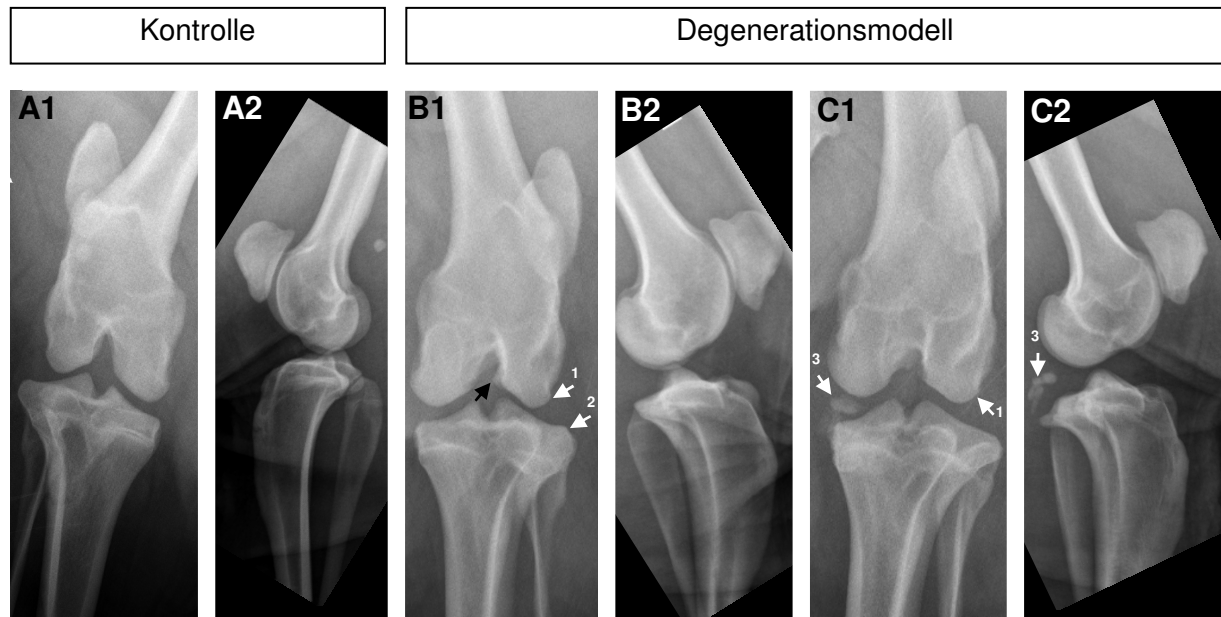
Röntgenuntersuchung der Kniegelenke der Kontrollgruppe und des Degenerationsmodells in anterior-posteriorem (A1, B1, C1) und seitlichem (A2, B2, C2) Strahlengang. Das repräsentative Kniegelenk der Kontrollgruppe (A) zeigt einen Normalbefund. Die Kniegelenke des Degenerationsmodells (B, C) zeigen die Bildung von Osteophyten (schwarzer Pfeil in B1 und 2 in B1) und Entrundungen des gelenknahen Knochens (1 in B1, C1). In drei Kniegelenken des Degenerationsmodells konnte eine röntgendichte Struktur im medio-dorsalen Gelenkspalt (3 in C) nachgewiesen werden.
